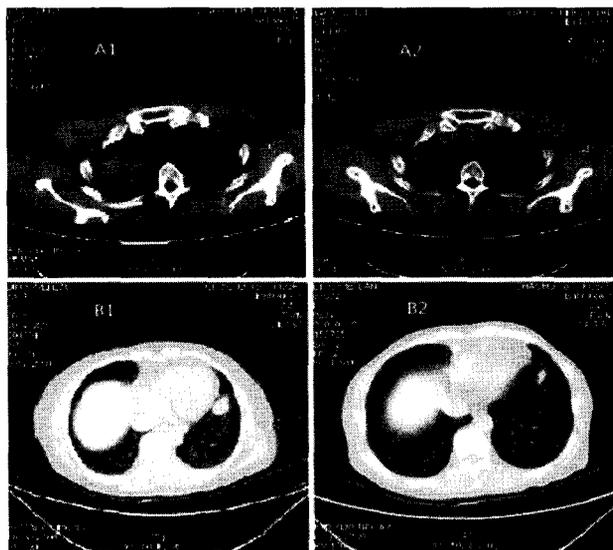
应用后病灶CT表现:图A1为二线治疗组患者应用前肺部病灶,图A2为治疗后;图B1为三线治疗组患者应用前肺部病灶,图B2为治疗后
